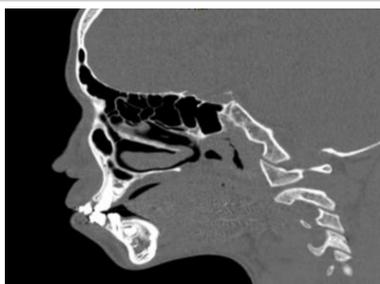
Vista lateral de supernumerarios, en TAC
